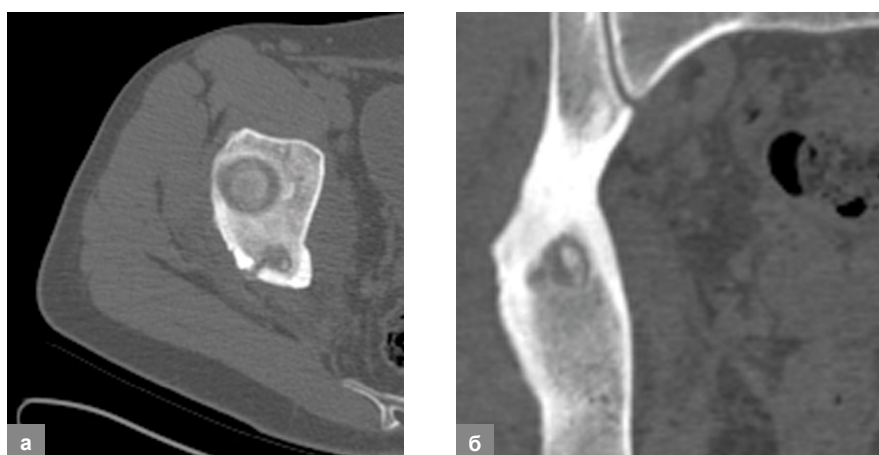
Пациент С., 15 лет. Диагноз – остеоид-остеома правой подвздошной кости. Результат лечения через 6 месяцев. Объем патологического очага по данным КТ в аксиальной (а) и сагиттальной (б) проекциях уменьшился более чем в два раза
